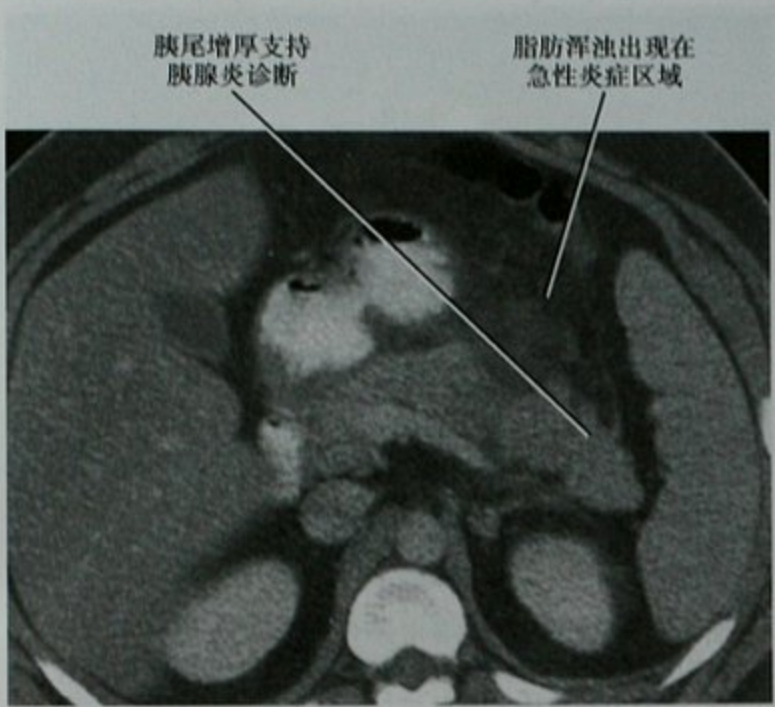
急性胰腺炎患者上腹部 CT 增强横断位图像,显示胰腺前方脂肪浑浊
